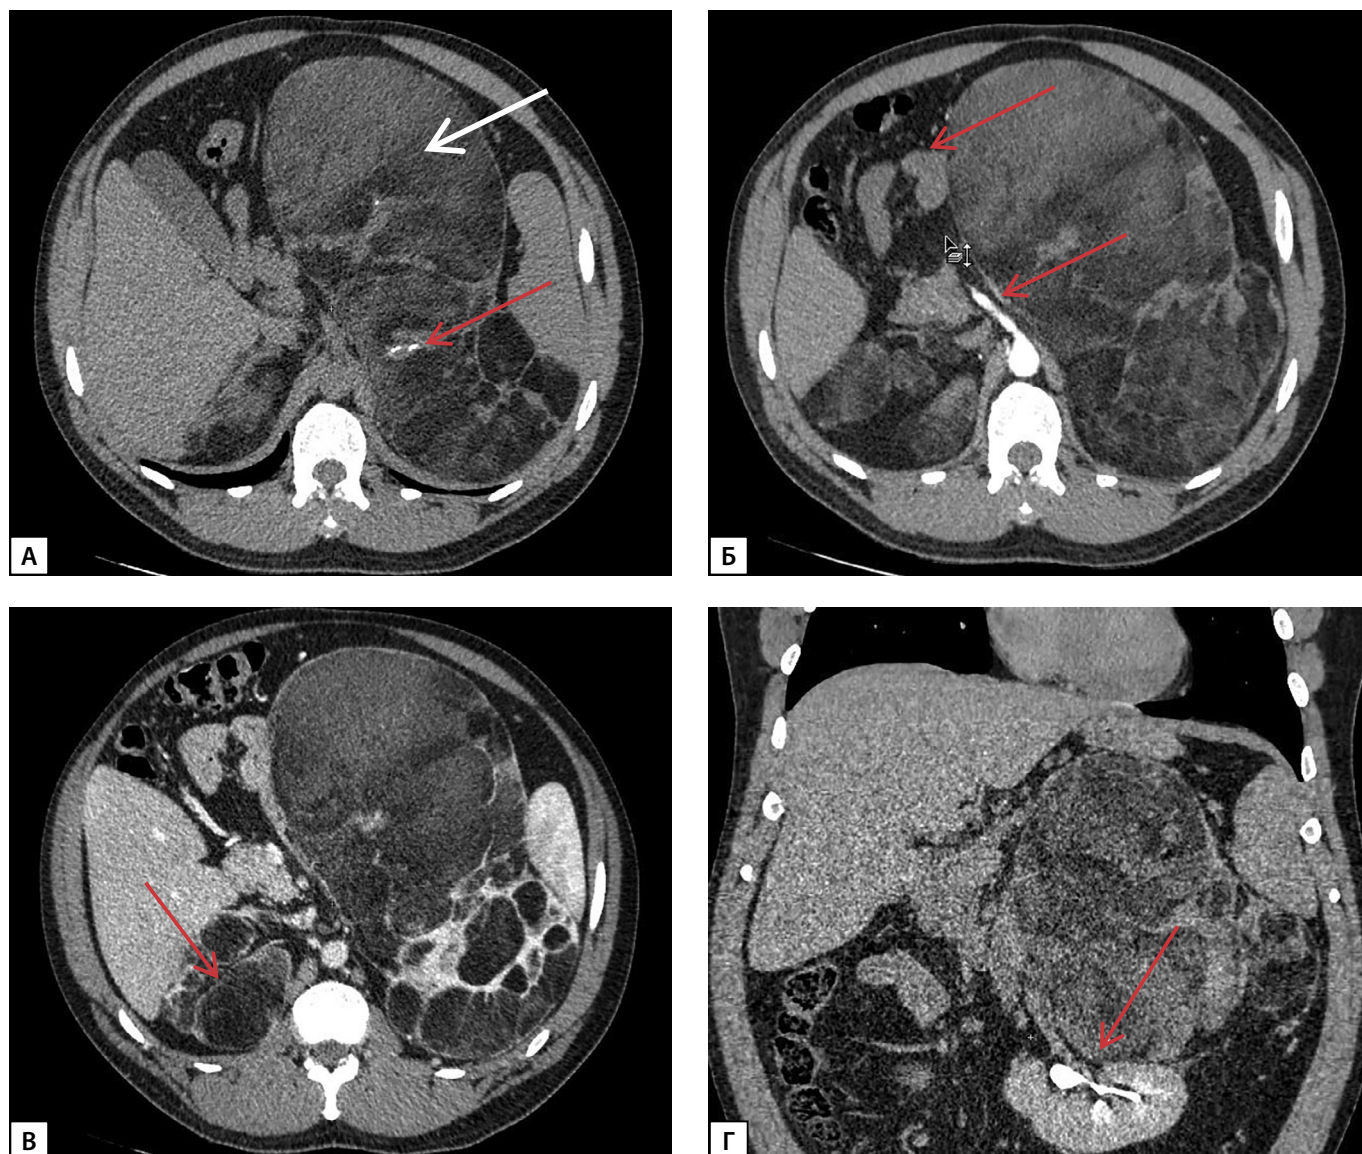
МСКТ надпочечников с контрастным усилением:
